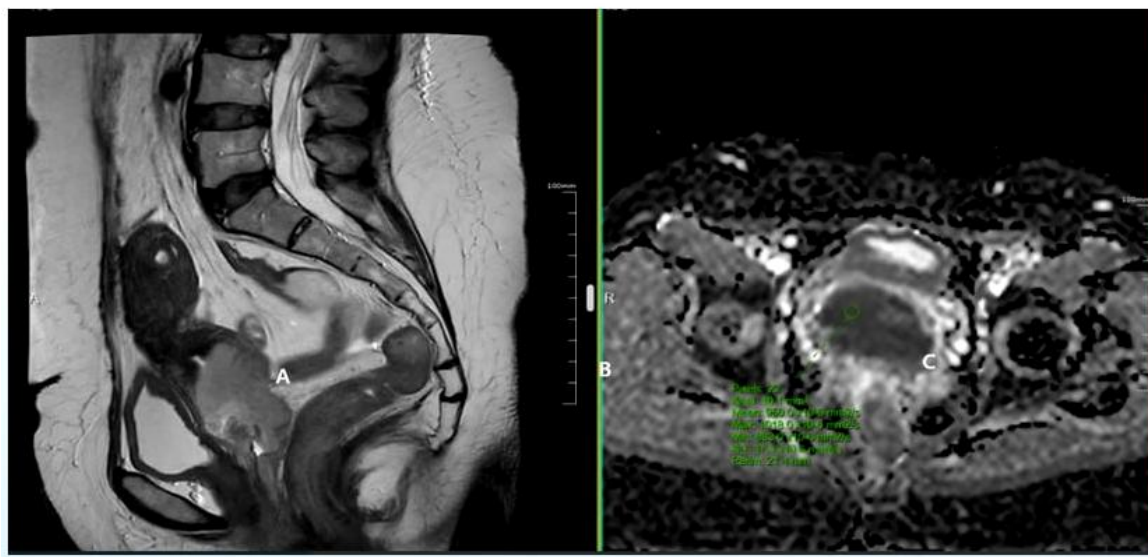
Sag T2 ВИ. Б-я А., 45 л. МР-томограмма органов малого таза. Диагноз: Экзофитная опухоль шейки матки прорастанием во влагалище на всем протяжении. T3aN0M0 ст.
